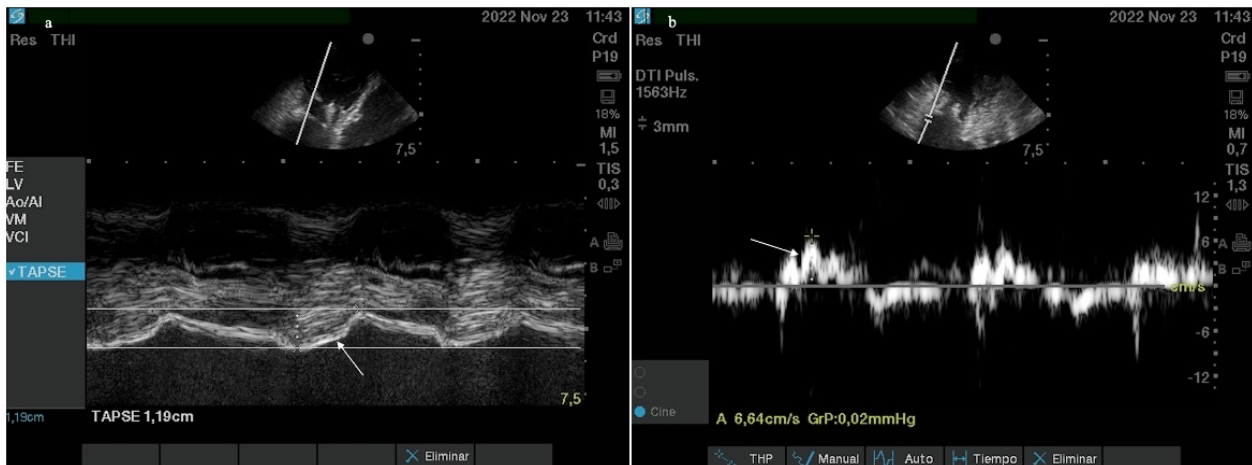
ETT, evaluación funcional del VD. a: modo M a nivel del anillo tricuspídeo, TAPSE (flecha). b: modo Doppler tisular, onda S' tricuspídea (flecha).
